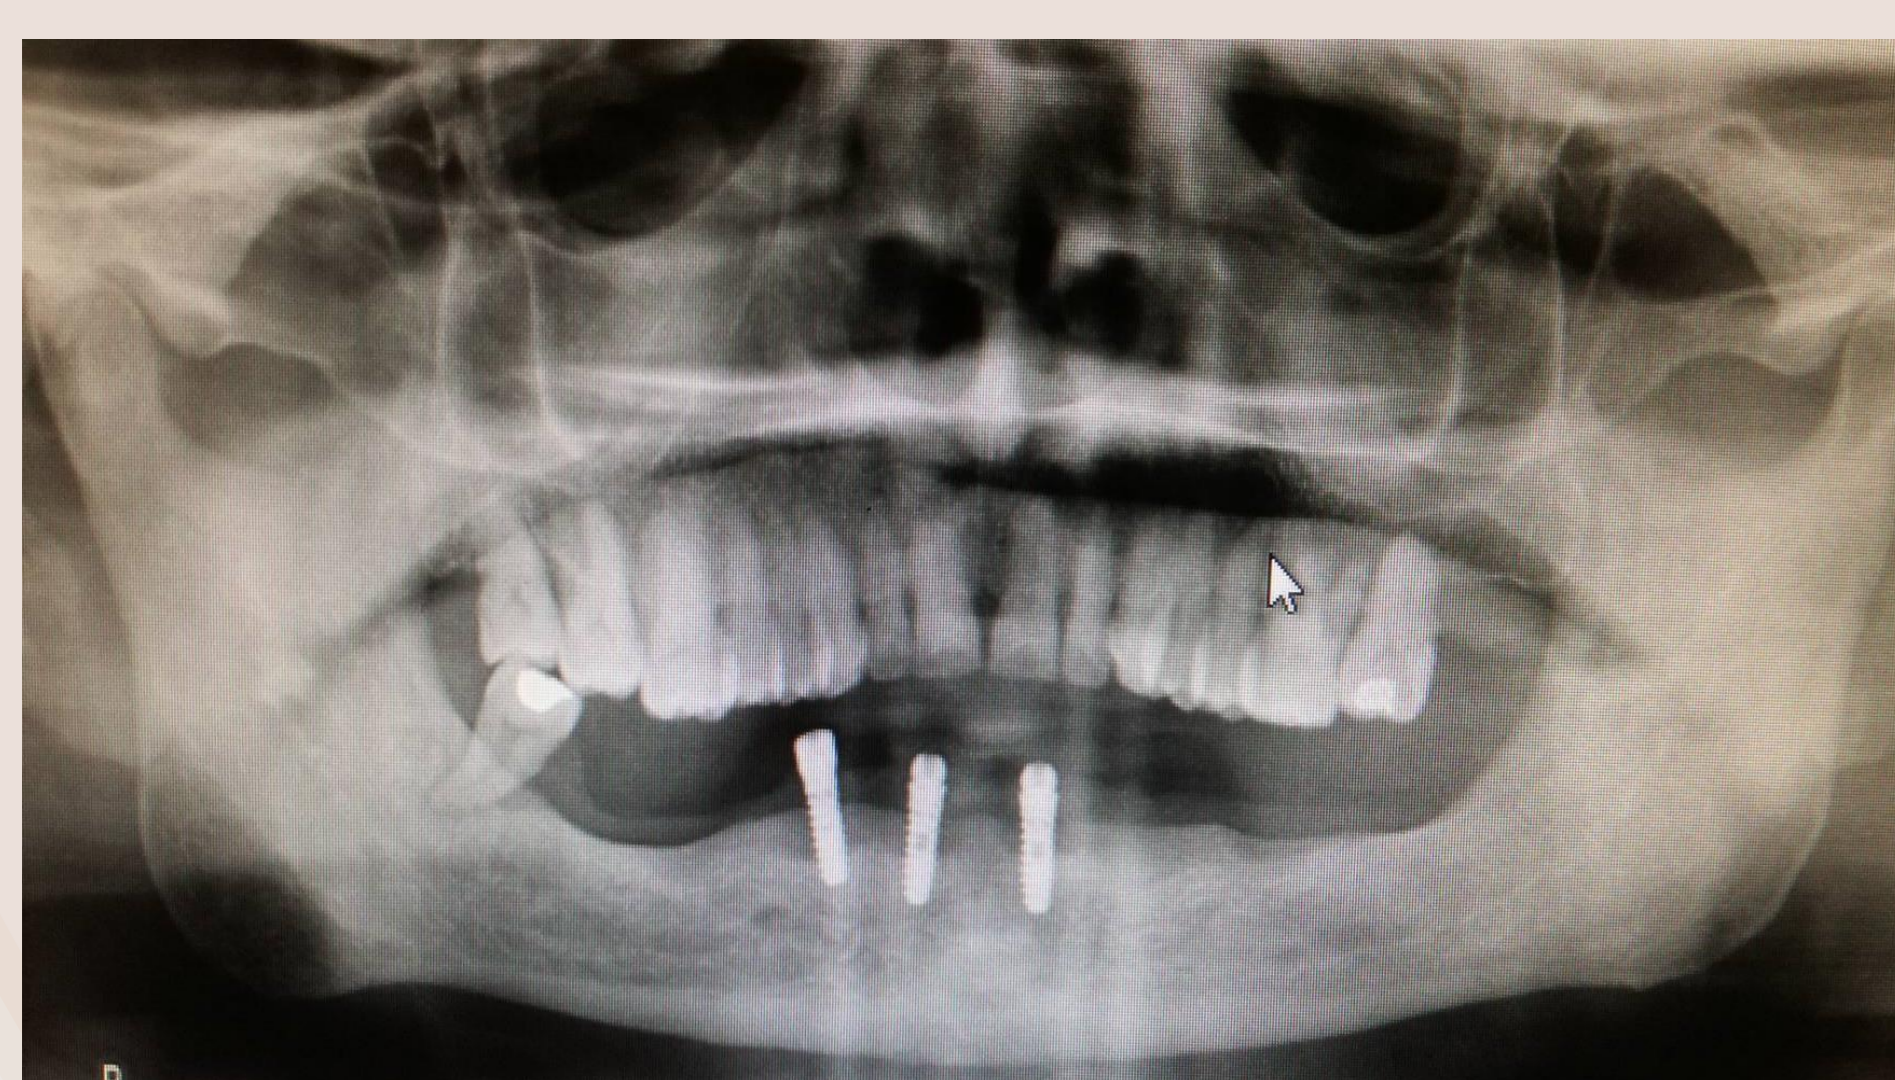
Radiografia panorâmica inicial.
